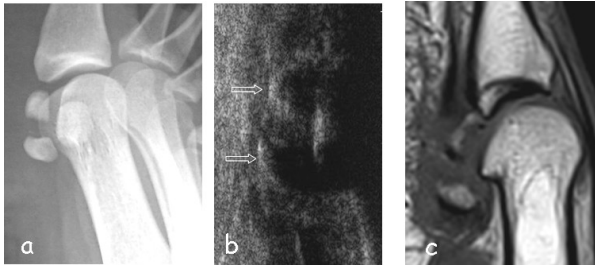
Fracture du sésamoïde médial de l'hallux en radiographie (a), échographie (b) et IRM
